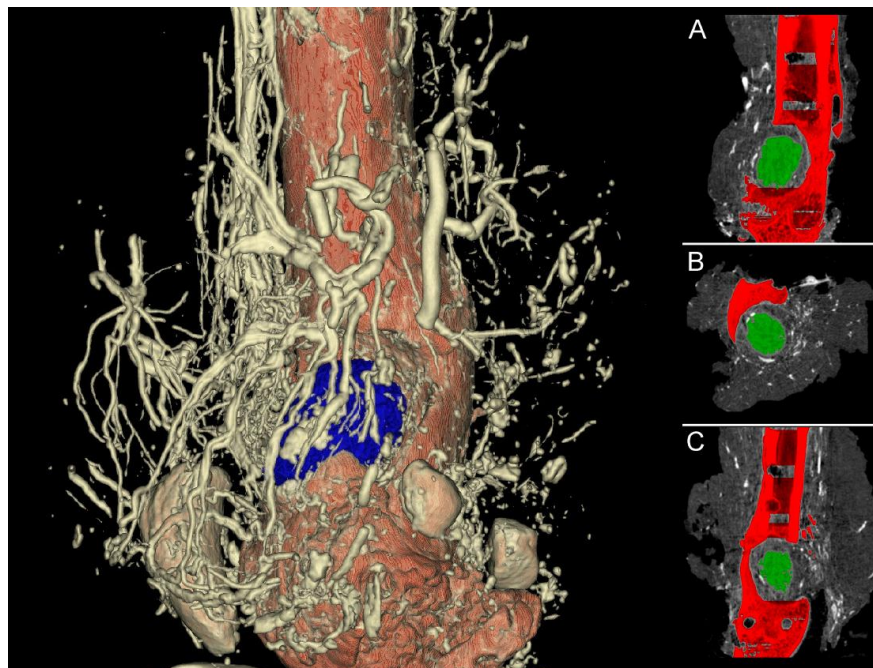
Darstellung der Mikrovaskularisation eines regenerativen Knochenersatzmaterials im Nano-CT
